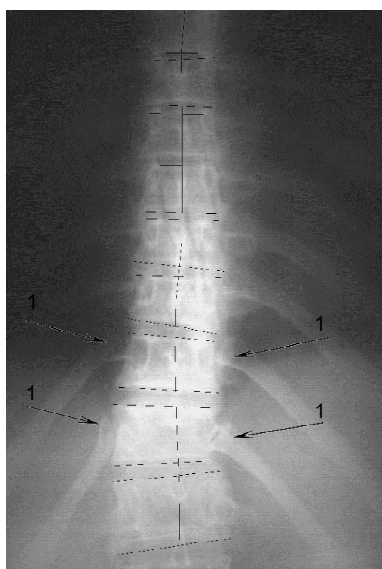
Рентгенограма грудного відділу хребта хворої Н. у прямій проекції: S-подібний сколіоз грудного відділу хребта І ст. Дистопія ребер (1). Артоз реберно-поперечних та реберно-хребцевих суглобів.
